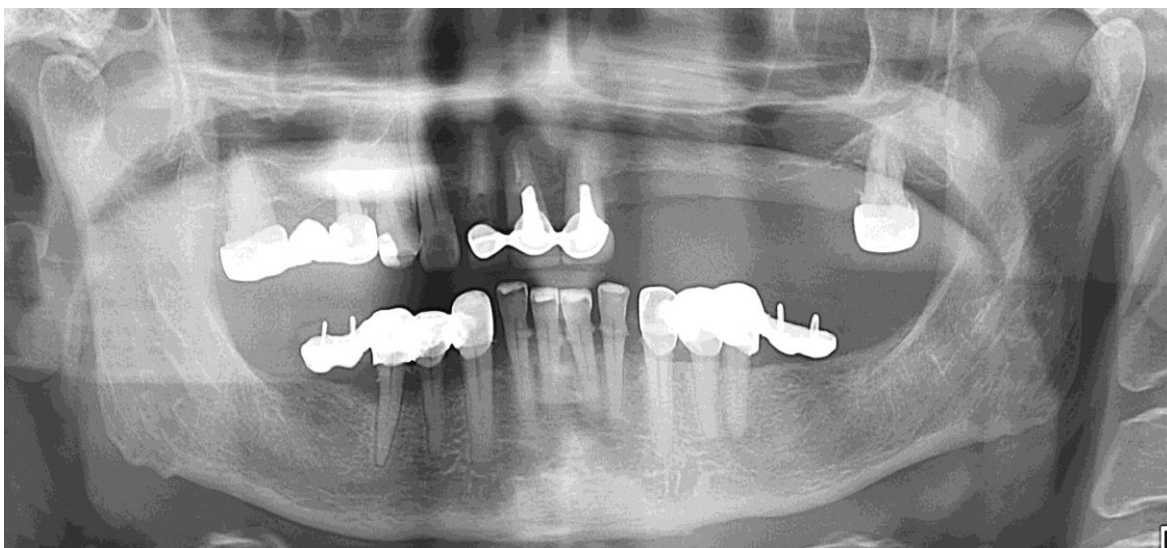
Ортопантомограма пацієнтка К. 1953 р.н.. Результати нераціонального протезування із застосуванням консольних мостоподібних протезів.
